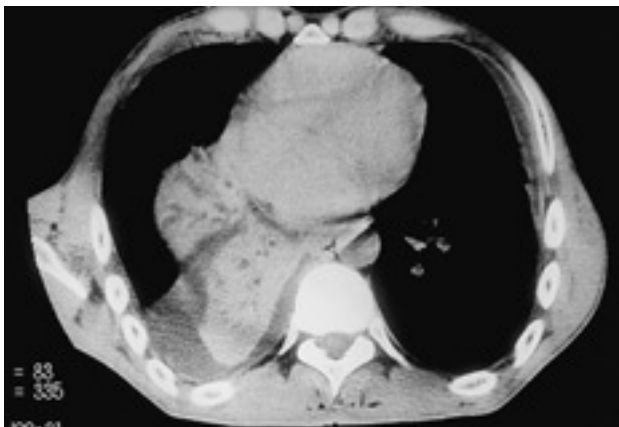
Tomografía axial computarizada de tórax. Carcinoma broncogénico del pulmón derecho con neumonitis obstructiva y atelectasia tumoral.
